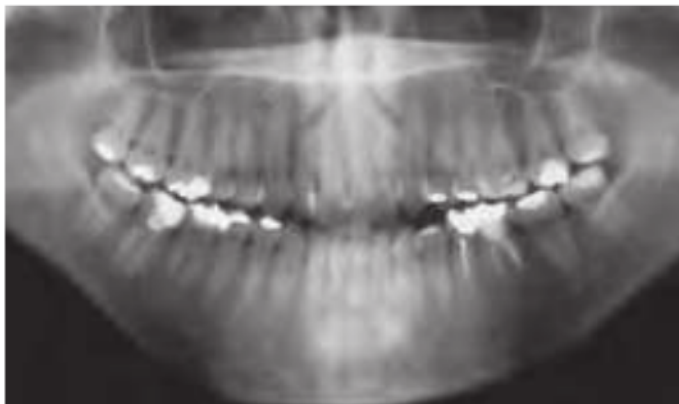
Radiografia panorâmica inicial, mostrando o comprometimento dos dentes 36 e 46.
